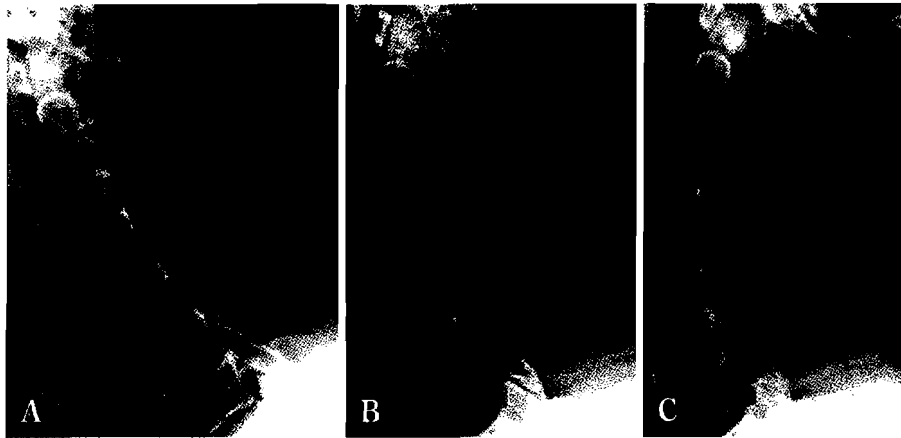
Dynamic lateral X-ray films 6 months after operation showing no instability and maintenance of mobility
